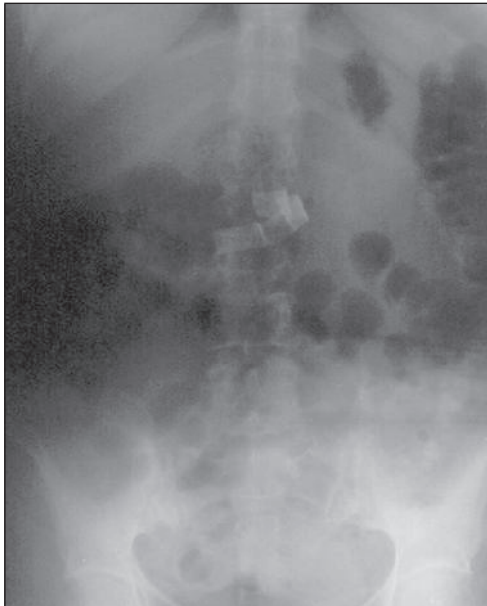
Radiografía simple de abdomen con imagen radiopaca plegada en la línea media.
